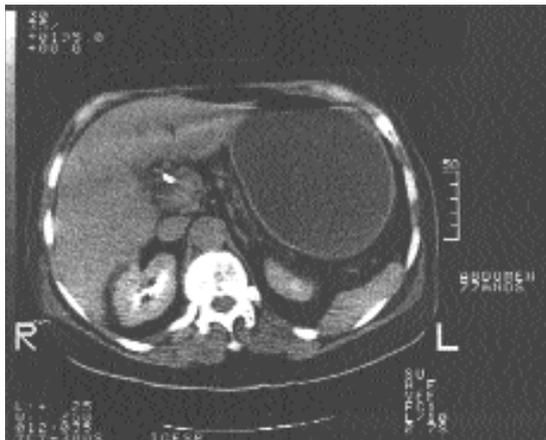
Tomografia computadorizada de abdômen: tumor de 3cm na cabeça do pâncreas.
